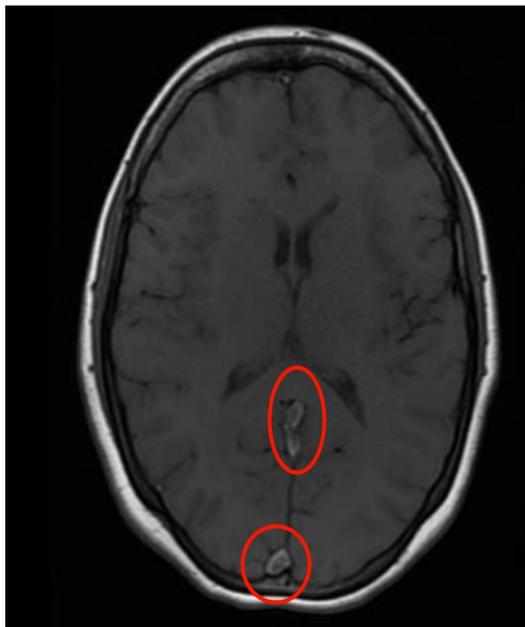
Presença do trombo na ressonância magnética sequência T1 sem contraste.
